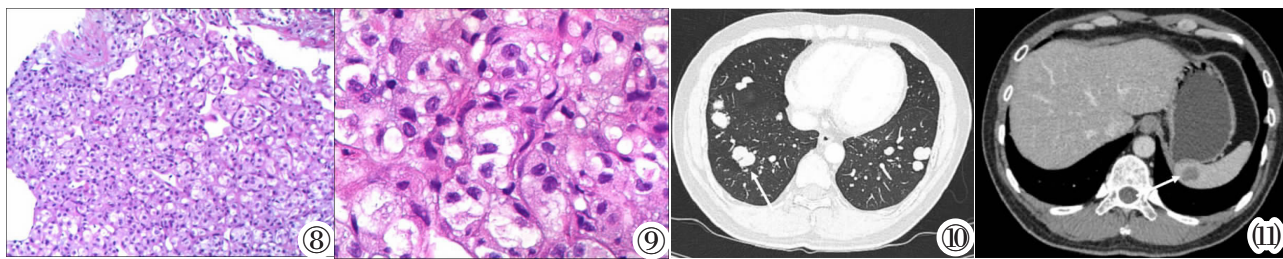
9 HE,CT 引导穿刺活检,瘤组织由腺泡状、内衬扁平内皮,部分区域见数量不等的纤维组织,伴胶原化。图 10,11 5 年后复查胸部 CT 示原双肺转移灶较前增多、增大;腹部增强 CT 示脾脏新发转移灶。
